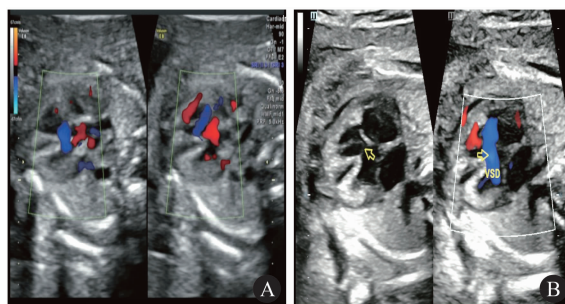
A 孕 25⁺ 周 III 级超声显示膜周型室间隔缺损;
